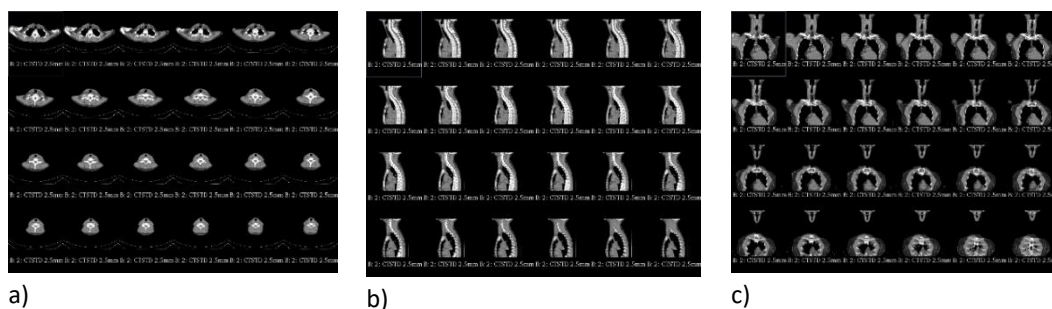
Visualització talls del CT per a cada un dels plans
